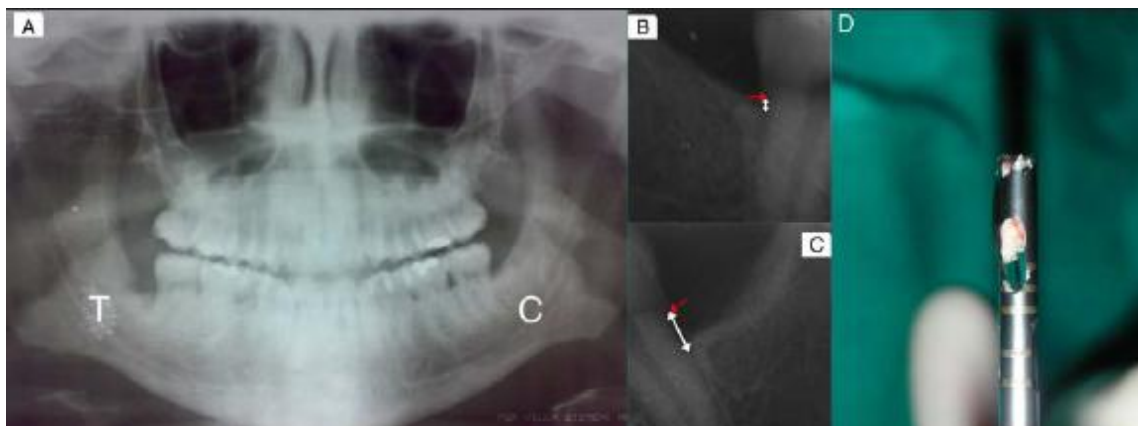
Radiografia de controle, 3 meses após intervenção (A); maximização raio-x local T (B); maximização raio-x local C, a pinta vermelha indica a JAC (C); Colheita de osso para análise. Adaptado de Aquino et al., 2009.
